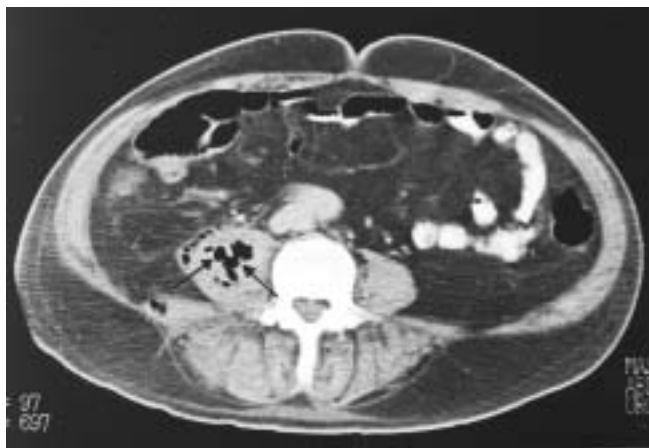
Tomografía computada del abdomen. Se observa absceso del psoas derecho. Nótese el aumento de volumen y la presencia de gas en el psoas (flecha).
